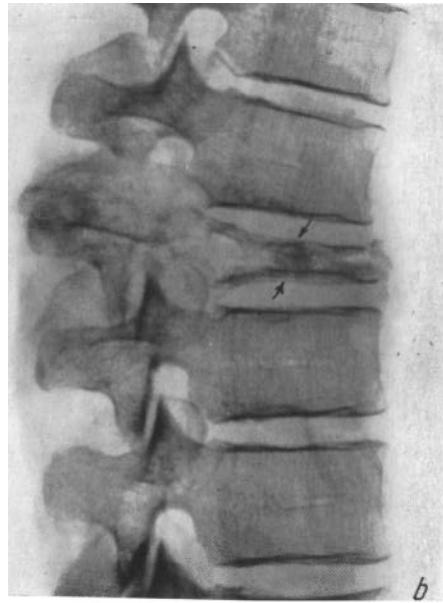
а — Позвоночная опухоль со сниженными до 1/3 размерами позвонка; б — рентгенография анатомического препарата; А и В — позвоночная опухоль en gallette.
